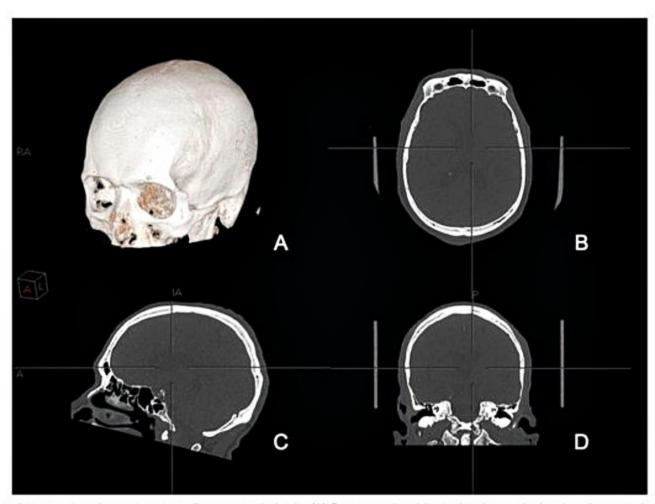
Imagens dos planos de tomografia computadorizada. (A) Reconstrução tridimensional com técnica de volume rendering. Janela óssea do crânio (B) plano axial, (C) plano sagital e (D) plano coronal.
